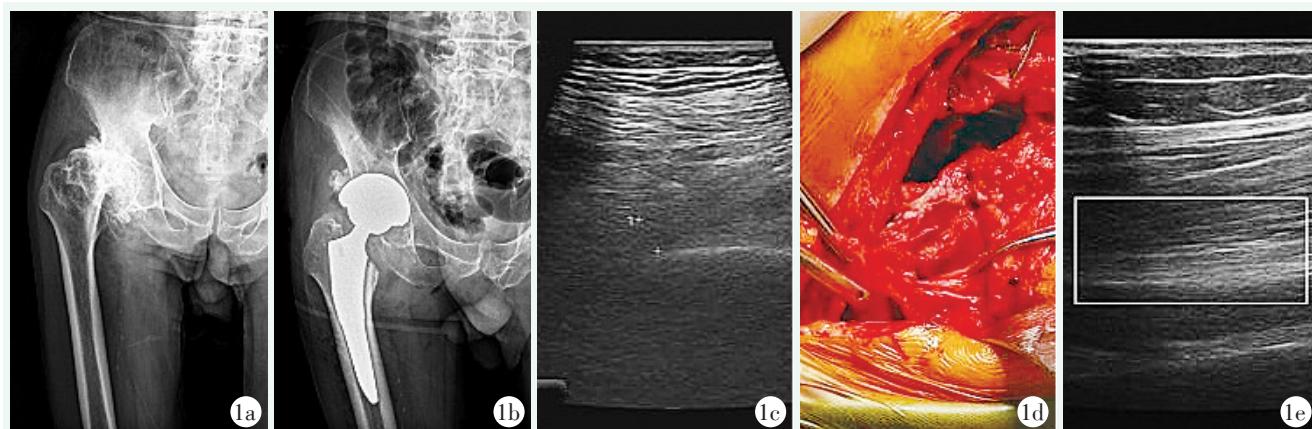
患者，男，78岁，双侧股骨头坏死伴髋关节骨性关节炎，行右侧全髋关节置换术。1a：术前 X 线片示右侧股骨头坏死伴髋关节骨性关节炎；1b：术后复查 X 线片示人工关节在位；1c：术后第 1 d 超声显示坐骨神经肿胀；1d：术中探查见坐骨神经卡压并肿胀明显；1e：术后半年复查坐骨神经无明显异常。
